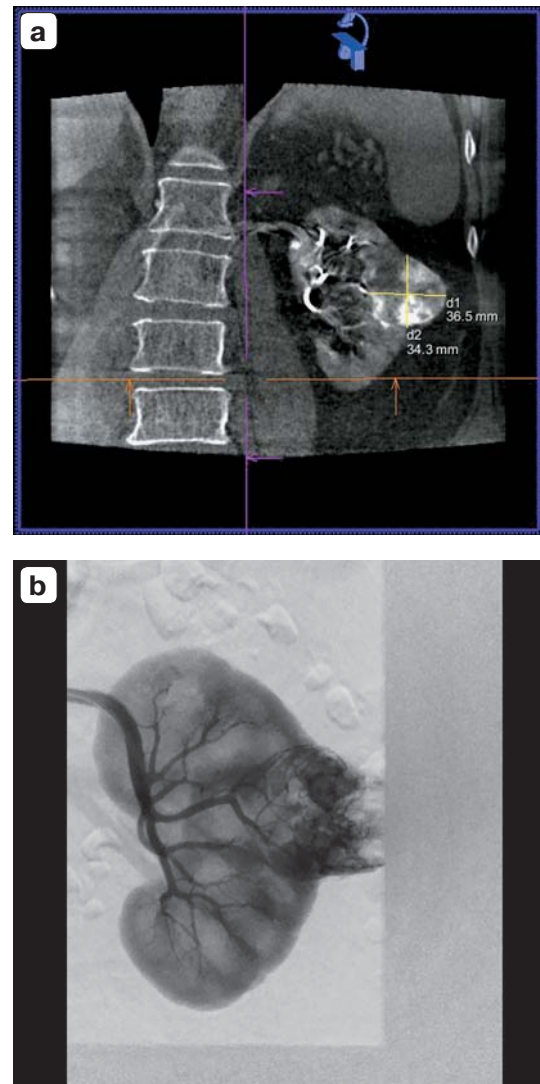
a – flat detector computed tomography; b – diagnostic angiography.
